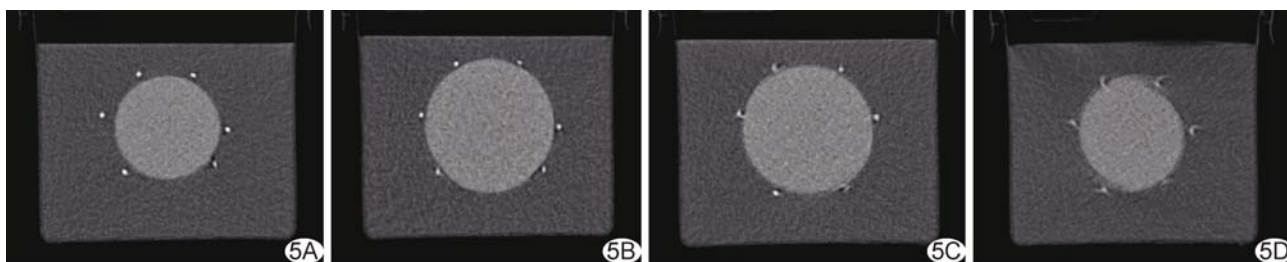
重建 CT 图像质量主观评分标准 A. 4 分; B. 3 分; C. 2 分; D. 1 分
